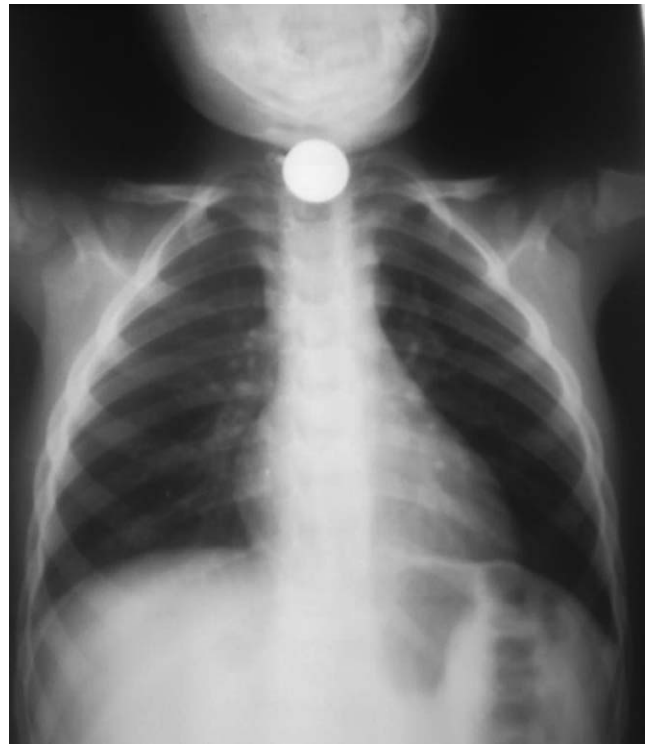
Radiographie de thorax montrant une pièce de monnaie bloquée à la partie supérieure de l'œsophage
